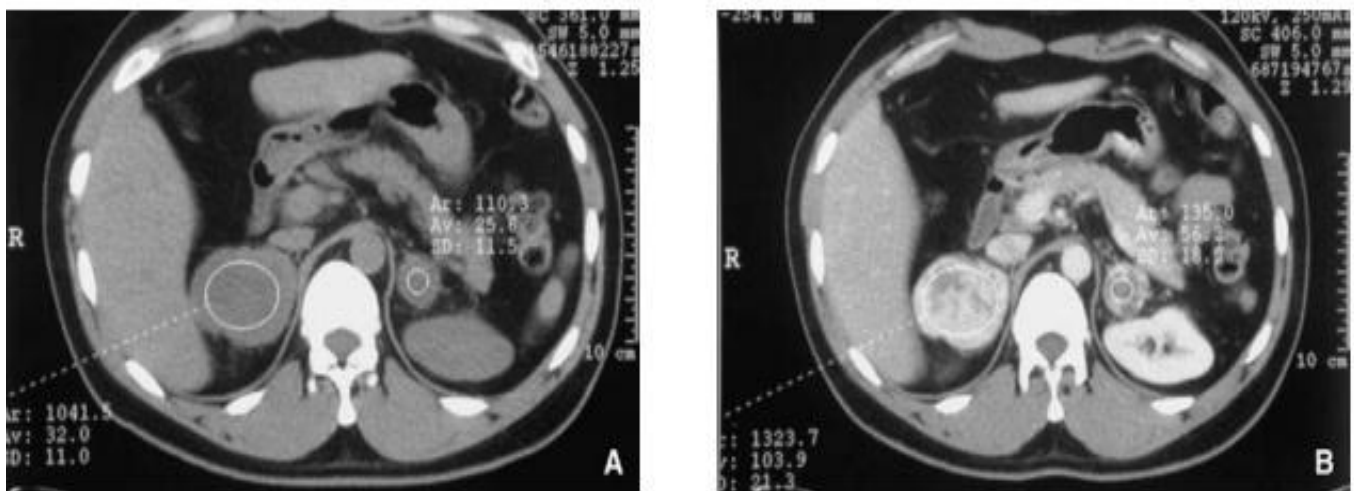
Masses surrenaliennes bilatérales de découverte fortuite. A. TDM sans injection : masses surrenaliennes bilatérales. Densité 32 UH à droite, 25 UH à gauche. B. TDM pendant l'injection : masses surrenaliennes hétérogènes. Densité 103 UH à droite, 56 UH à gauche. [84]
